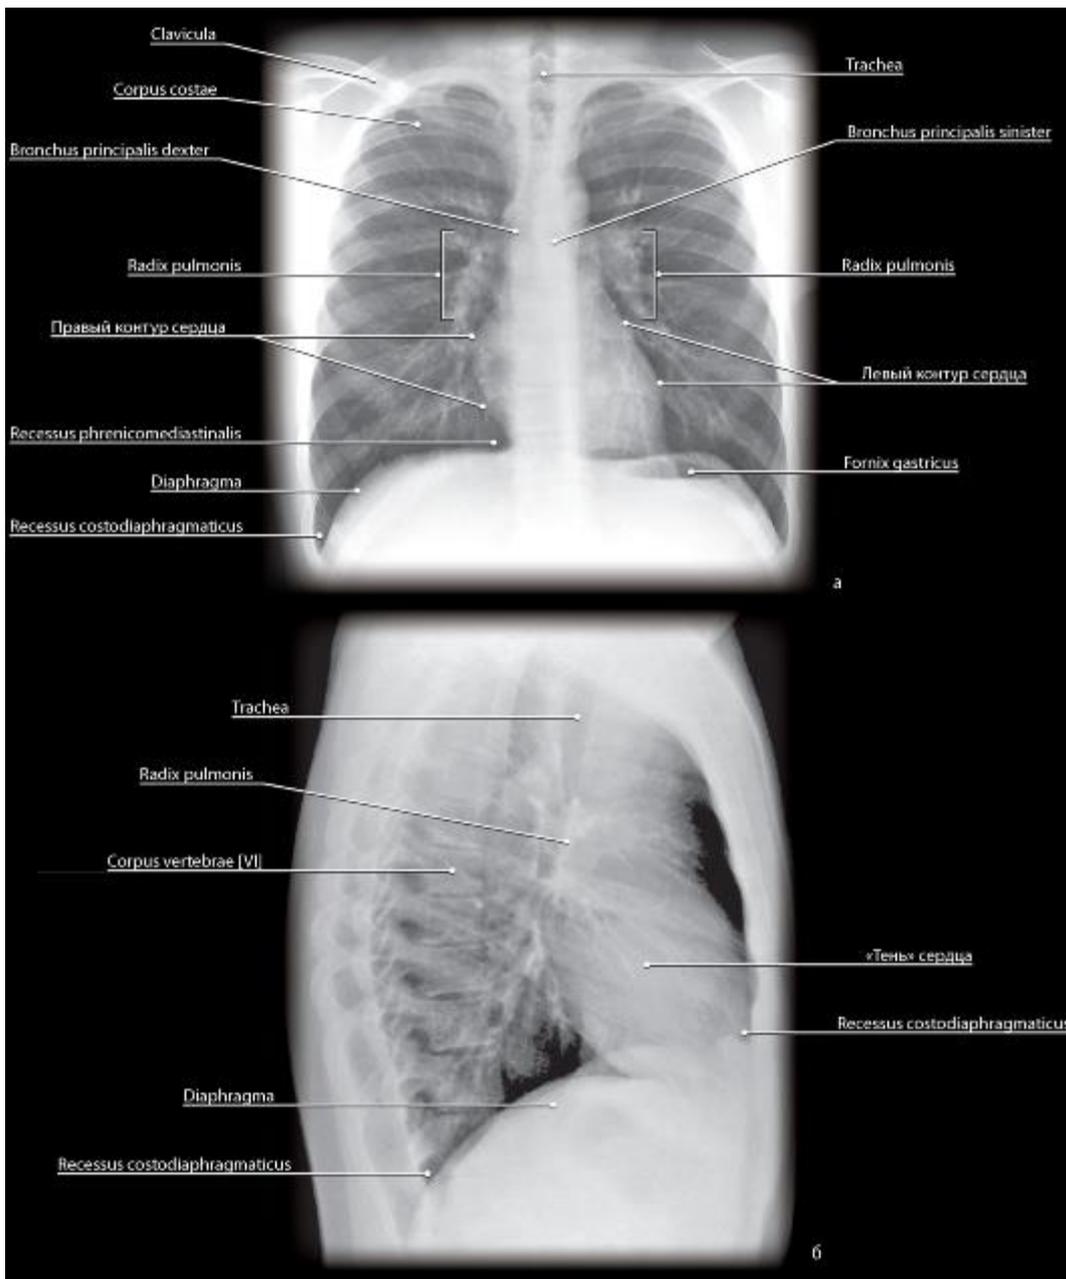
Рентгенограмма грудной полости. Переднезадняя (б) и боковая (в) проекции (по А.Ю.Васильеву)
